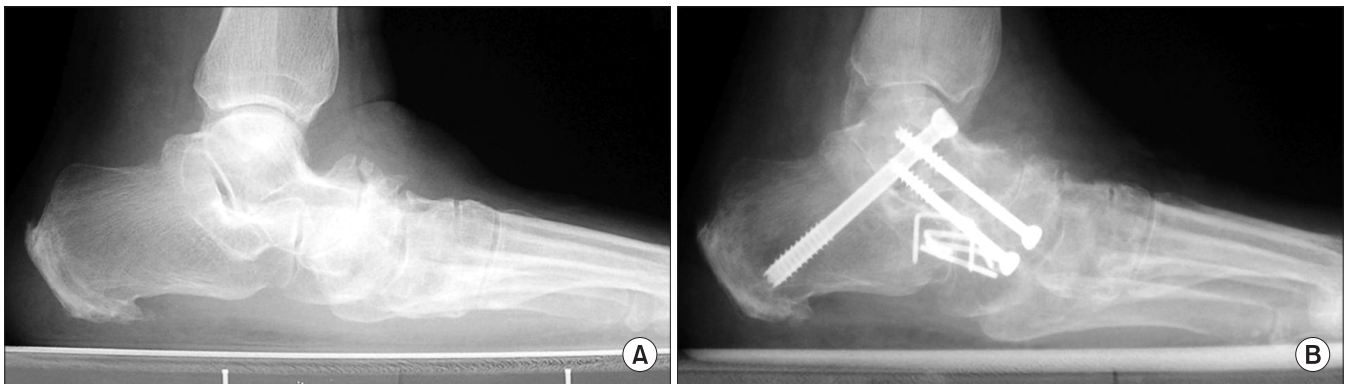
(A) Stage 3 acquired adult flatfoot deformity was seen at preoperative standing lateral radiograph of 47-year-old male patient. (B) Triple arthrodesis was performed for the rigid flatfoot deformity.
